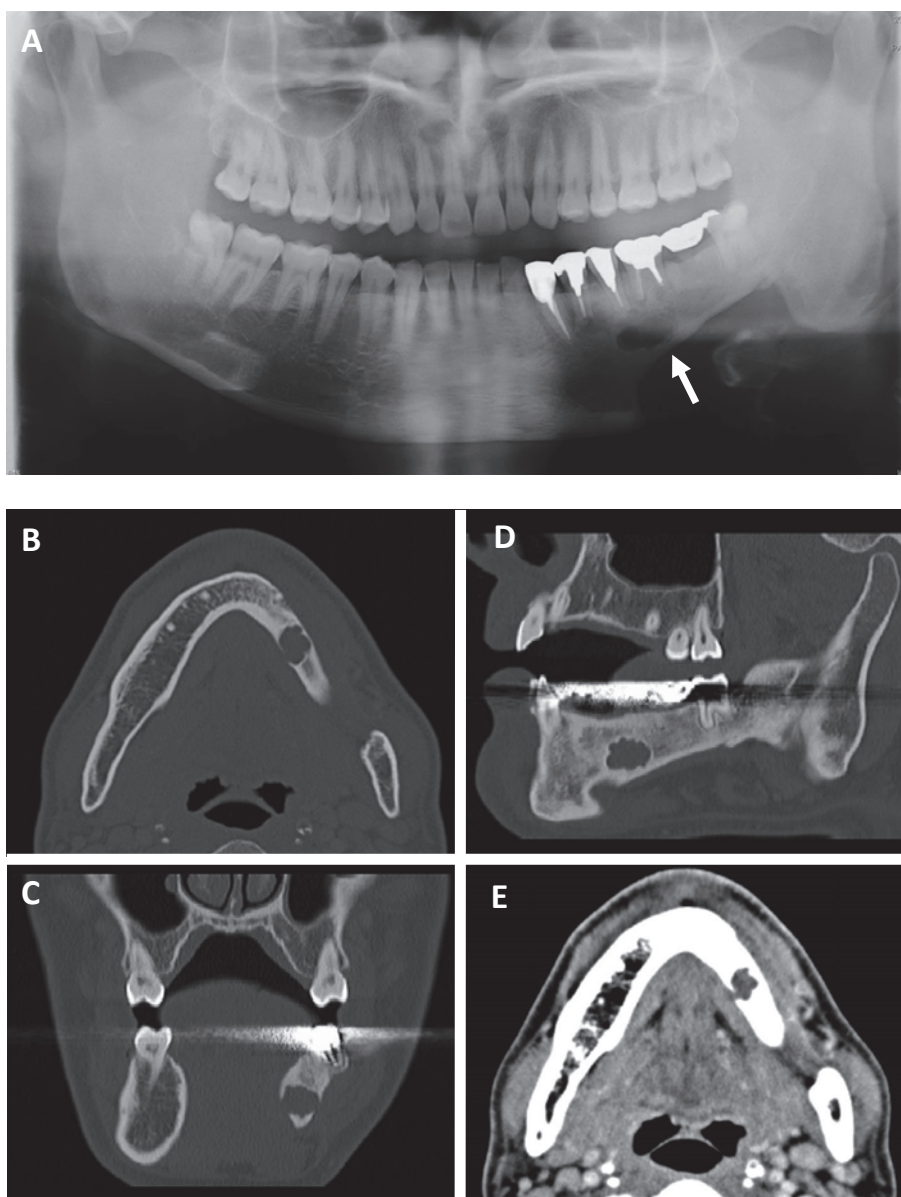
A) 当科再初診時パノラマ X 線写真。残存骨内の単胞性骨吸収像（矢印）。B, C, D) CT 画像。骨モードで病変周囲の一樣な骨硬化像。E) 造影 CT 画像。病変内に造影効果をほとんど示さない。
